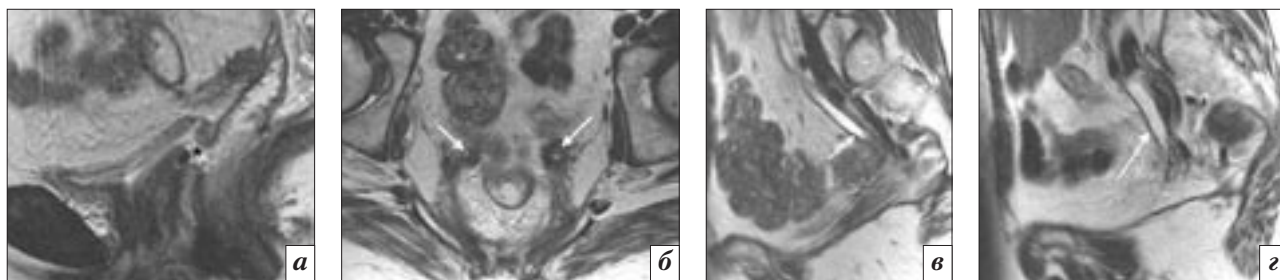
МРТ малого таза, Т2-ВИ в сагиттальной (а, в, д) и аксиальной (б) плоскостях.
